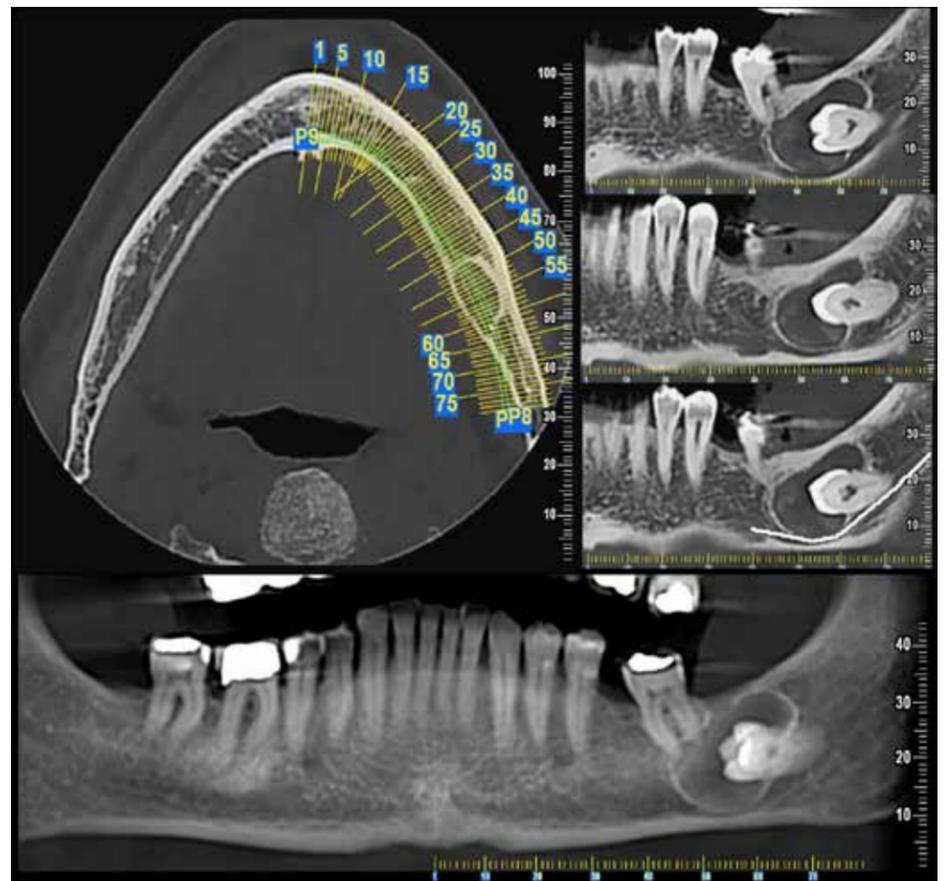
Esame CBCT ricostruzioni panorex. Cisti follicolare di 38 che appare incluso in posizione mesiotrasversa. Presenza di orletto sclerotico.
